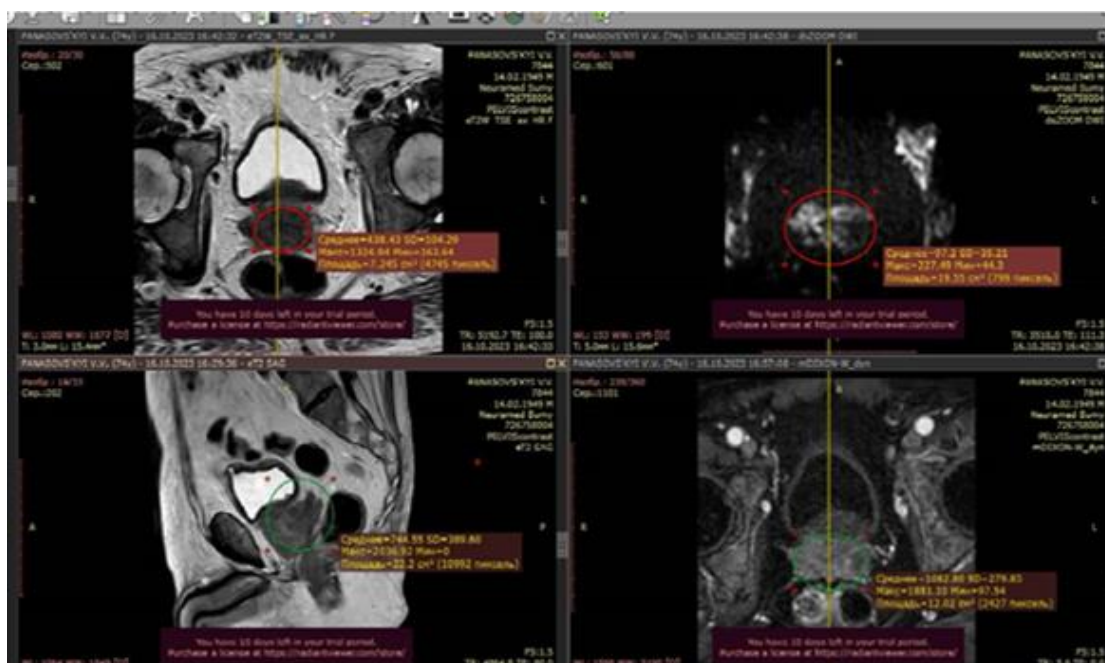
МРТ простати з сагітальним та вертикальним T2-зваженим зображенням. 62-річний пацієнт з підвищеним рівнем ПСА. Кольоровими чорнилами показано розташування новоутворення
